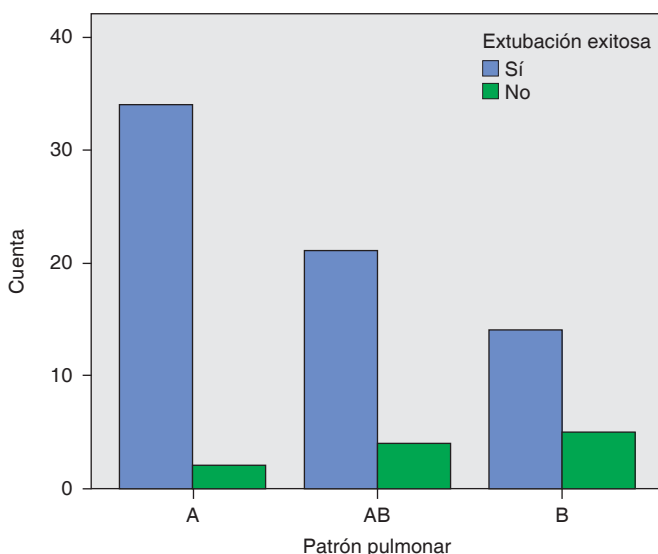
Ultrasonido pulmonar a los 30 minutos.
